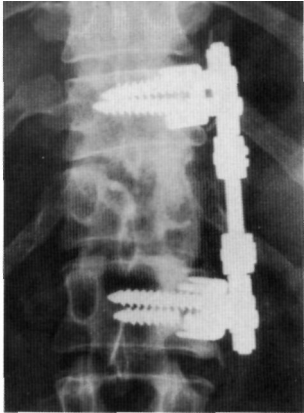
A y B. Radiografía antero-posterior y lateral del paciente con rotura de material y pseudoartrosis en T12 - L1.
